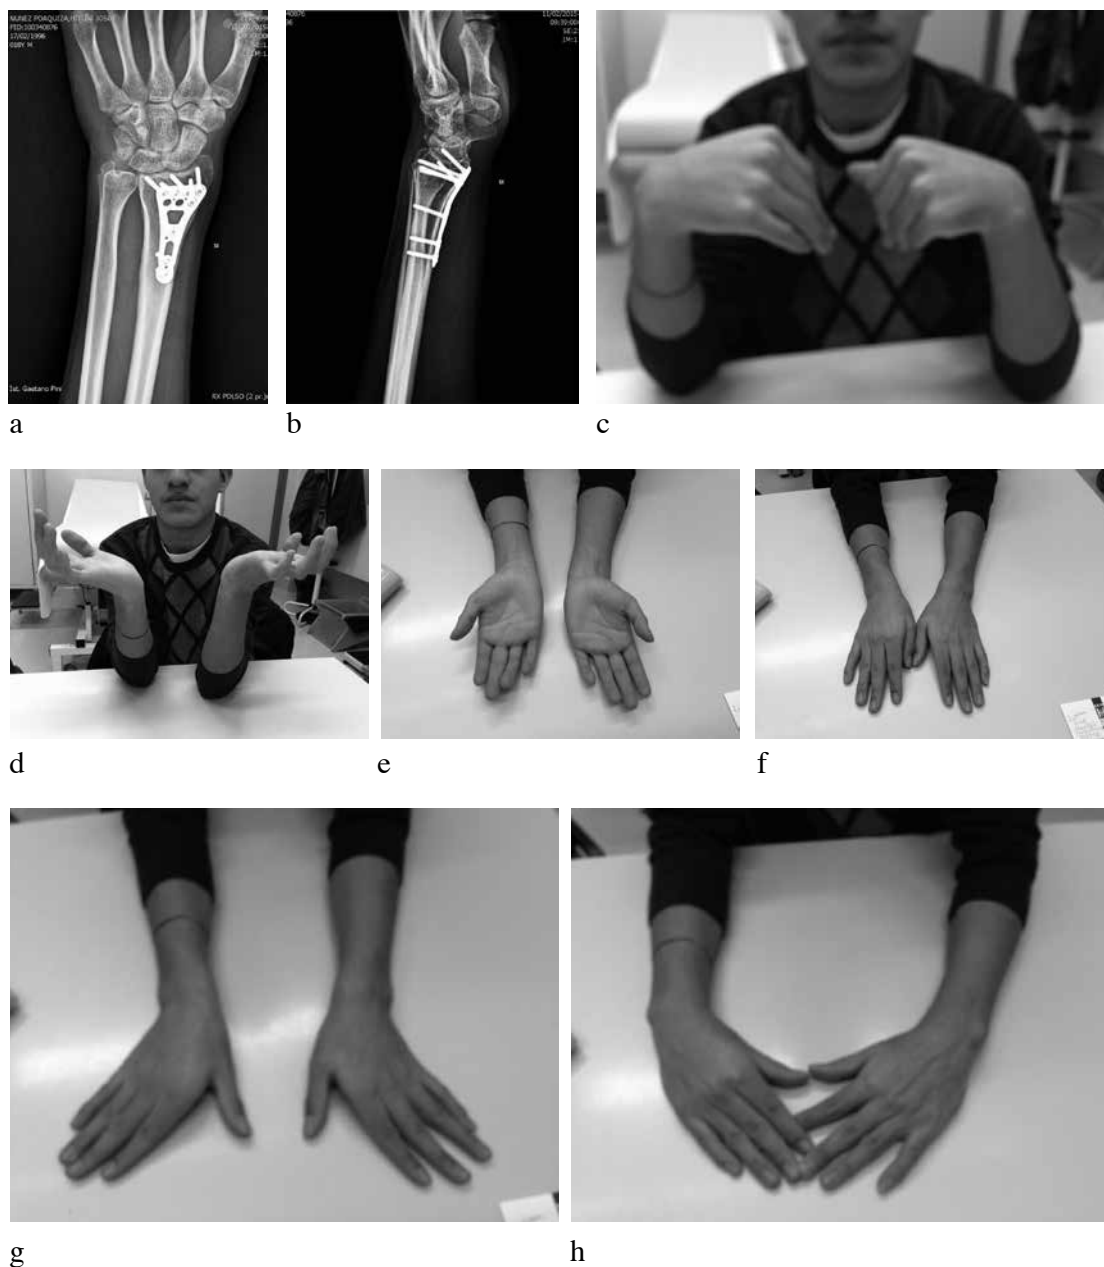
Controllo a 6 mesi del medesimo paziente della figura 1. Aspetto radiografico (a, b) e valutazione clinica funzionale del polso destro (c, d, e, f, g, h).
